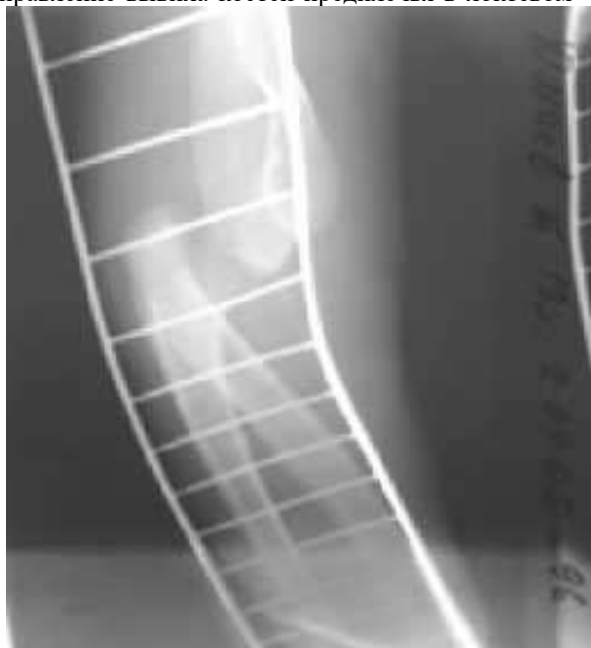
Рентгенограмма пациента Б-ой В-в, 12 лет. Диагноз: Закрытый вывих костей предплечья, апофизеолиз внутреннего надмыщелка плечевой кости
